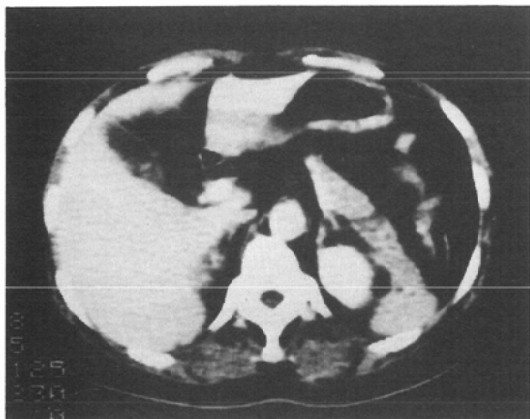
case 2 CT arteriography. No high density spot is found in the pancreas tail.
